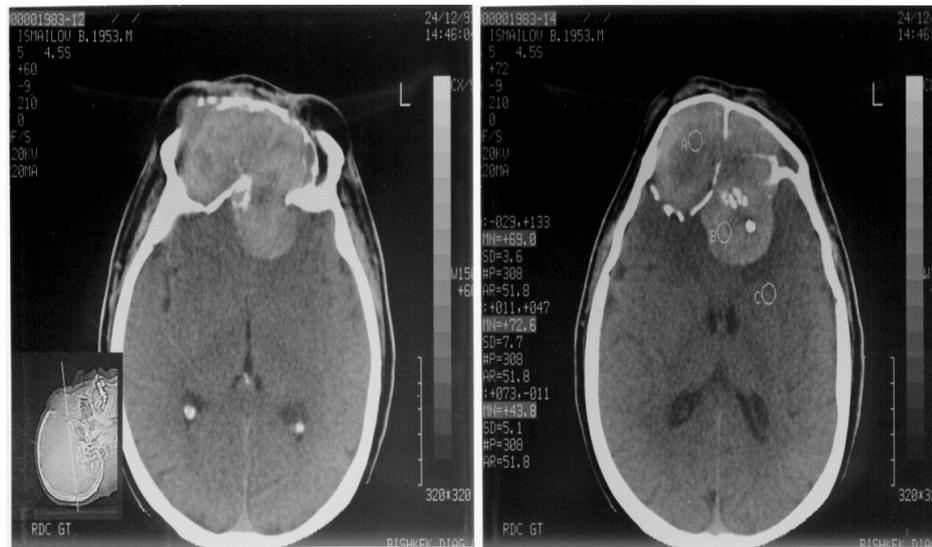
КТ б-го И., 50 лет.
